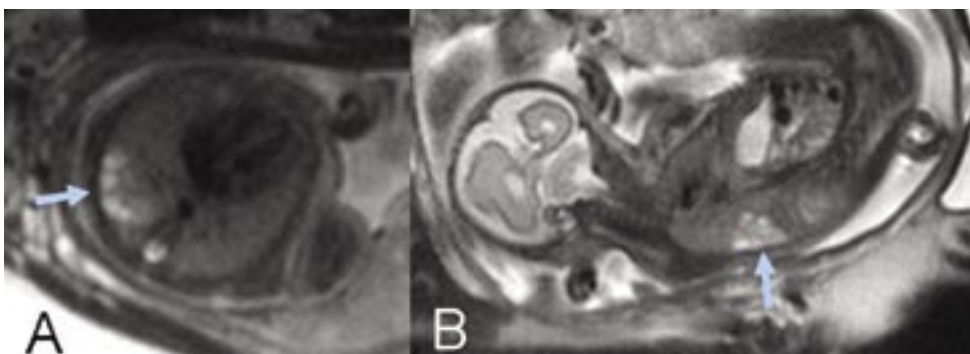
Ressonância magnética fetal. A. Aquisição axial. B. Aquisição sagital. Identifica-se, na borda posterior do lobo inferior do pulmão direito, área de hiperintensidade de sinal permeada por várias pequenas formações de comportamento cístico e dimensões variadas (setas). Os achados por imagem sugerem MAC tipo II.
